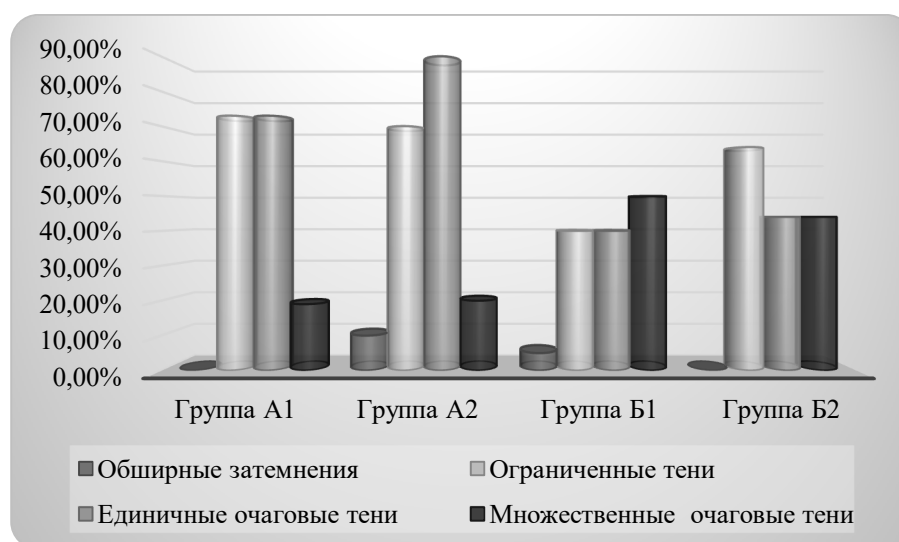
Распространенность затемнений на рентгенограммах.
